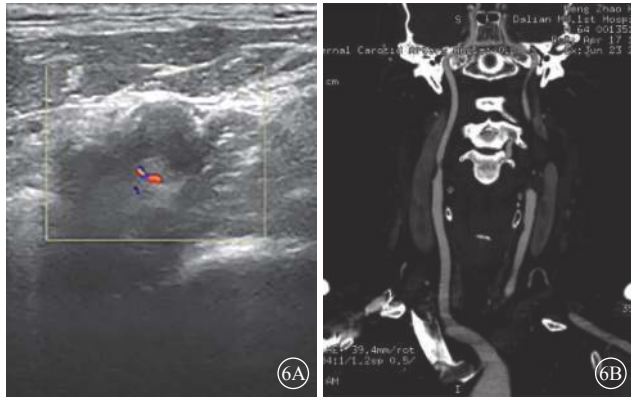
颈部大血管彩色多普勒超声及颈椎基底动脉CT血管造影。6A. 颈部大血管彩色多普勒超声, 右侧颈内动脉狭窄伴斑块形成; 6B. 颈椎基底动脉CT血管造影, 右侧颈内动脉起始处管腔重度狭窄, 左侧颈内动脉起始处管腔闭塞
